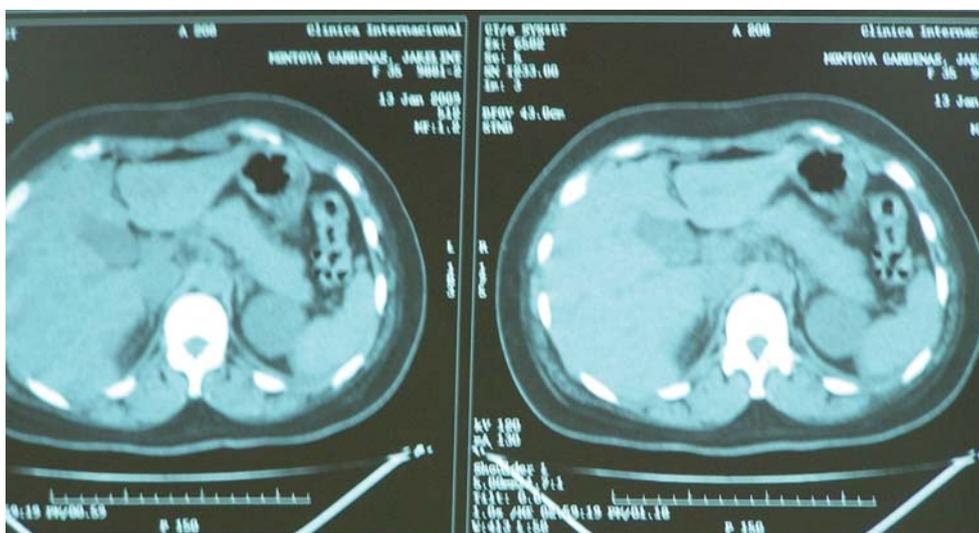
TAC Abdomen. Páncreas de parénquima homogéneo con incremento en sus dimensiones, no lesiones focales ni colecciones peripancreáticas. Pancreatitis Aguda Balthazar B.
